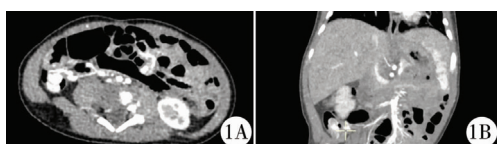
婴儿型纤维肉瘤患者术前腹部增强 CT 图 注 右下腹异常强化包块影, 部分伸入肠腔内, 包块大小约 18.5 mm × 8.5 mm × 8.9 mm, 肠系膜下动脉分支供血
